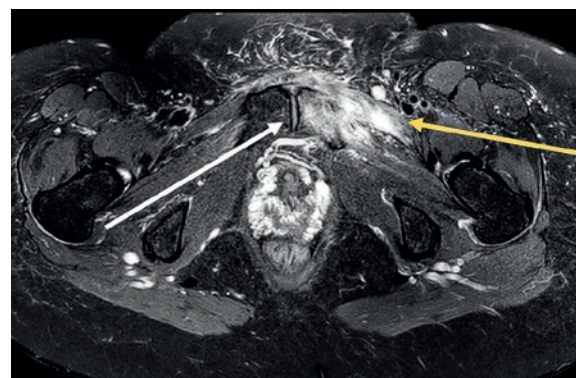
Axialschnitt des Magnetresonanztomogramms in der T2-FAT-SAT-Sequenz mit hyperintensem ossärem Ödem (weisser Pfeil) im linken Os pubis und hyperintenser ödematöser Infiltration der Muskulatur (gelber Pfeil).
